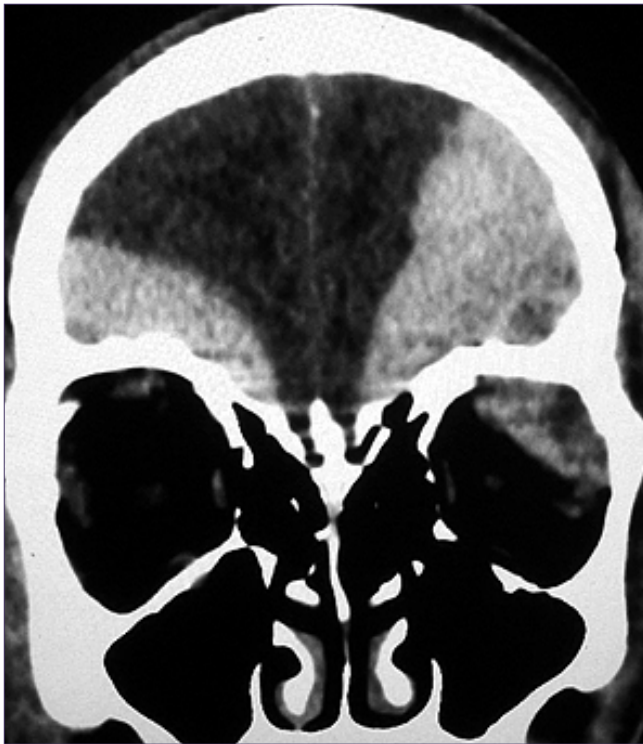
Non-contrast coronal CT scan of the skull showing a bifrontal epidural hematoma and blood in the intraorbital cavity in the left superolateral portion.
